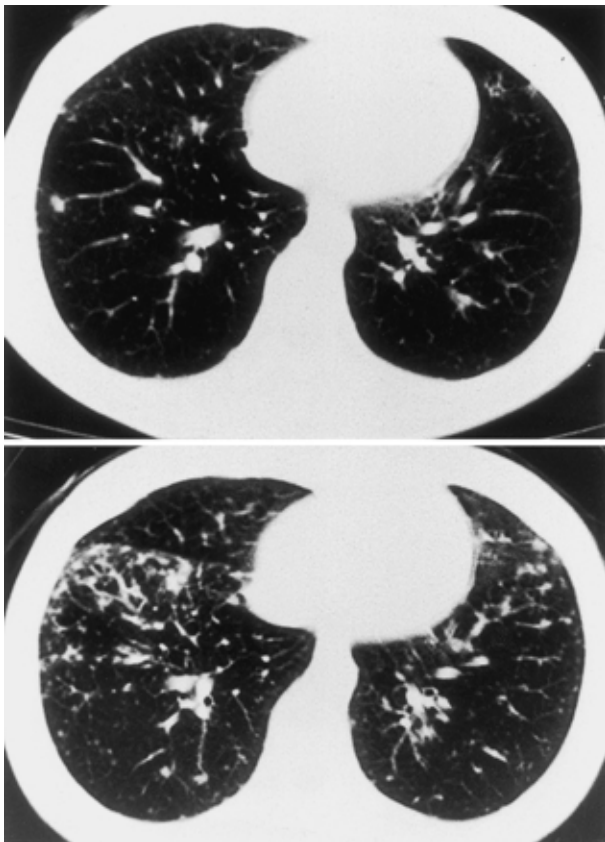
Chest CT scan taken in March, 1999 (top) showing multiple small nodular opacities in both lung fields. Chest CT scan taken in October, 1999 (bottom), showing exacerbation of multiple small nodular opacities.
